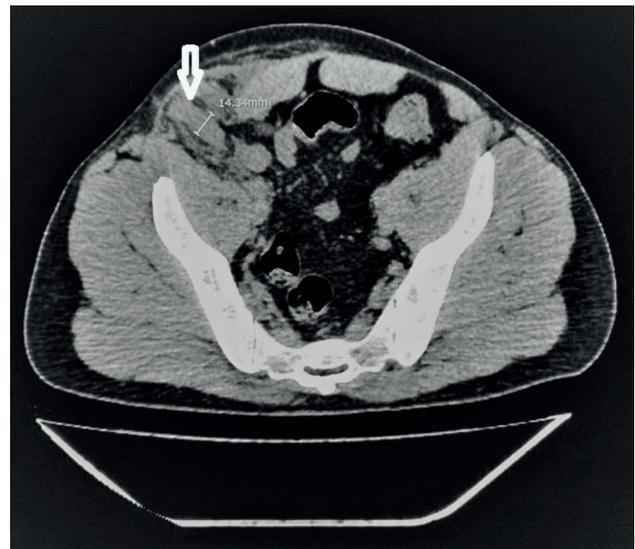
Tomografía axial computada de abdomen. Hernia de Spiegel con apéndice cecal encarcerado (flecha).
